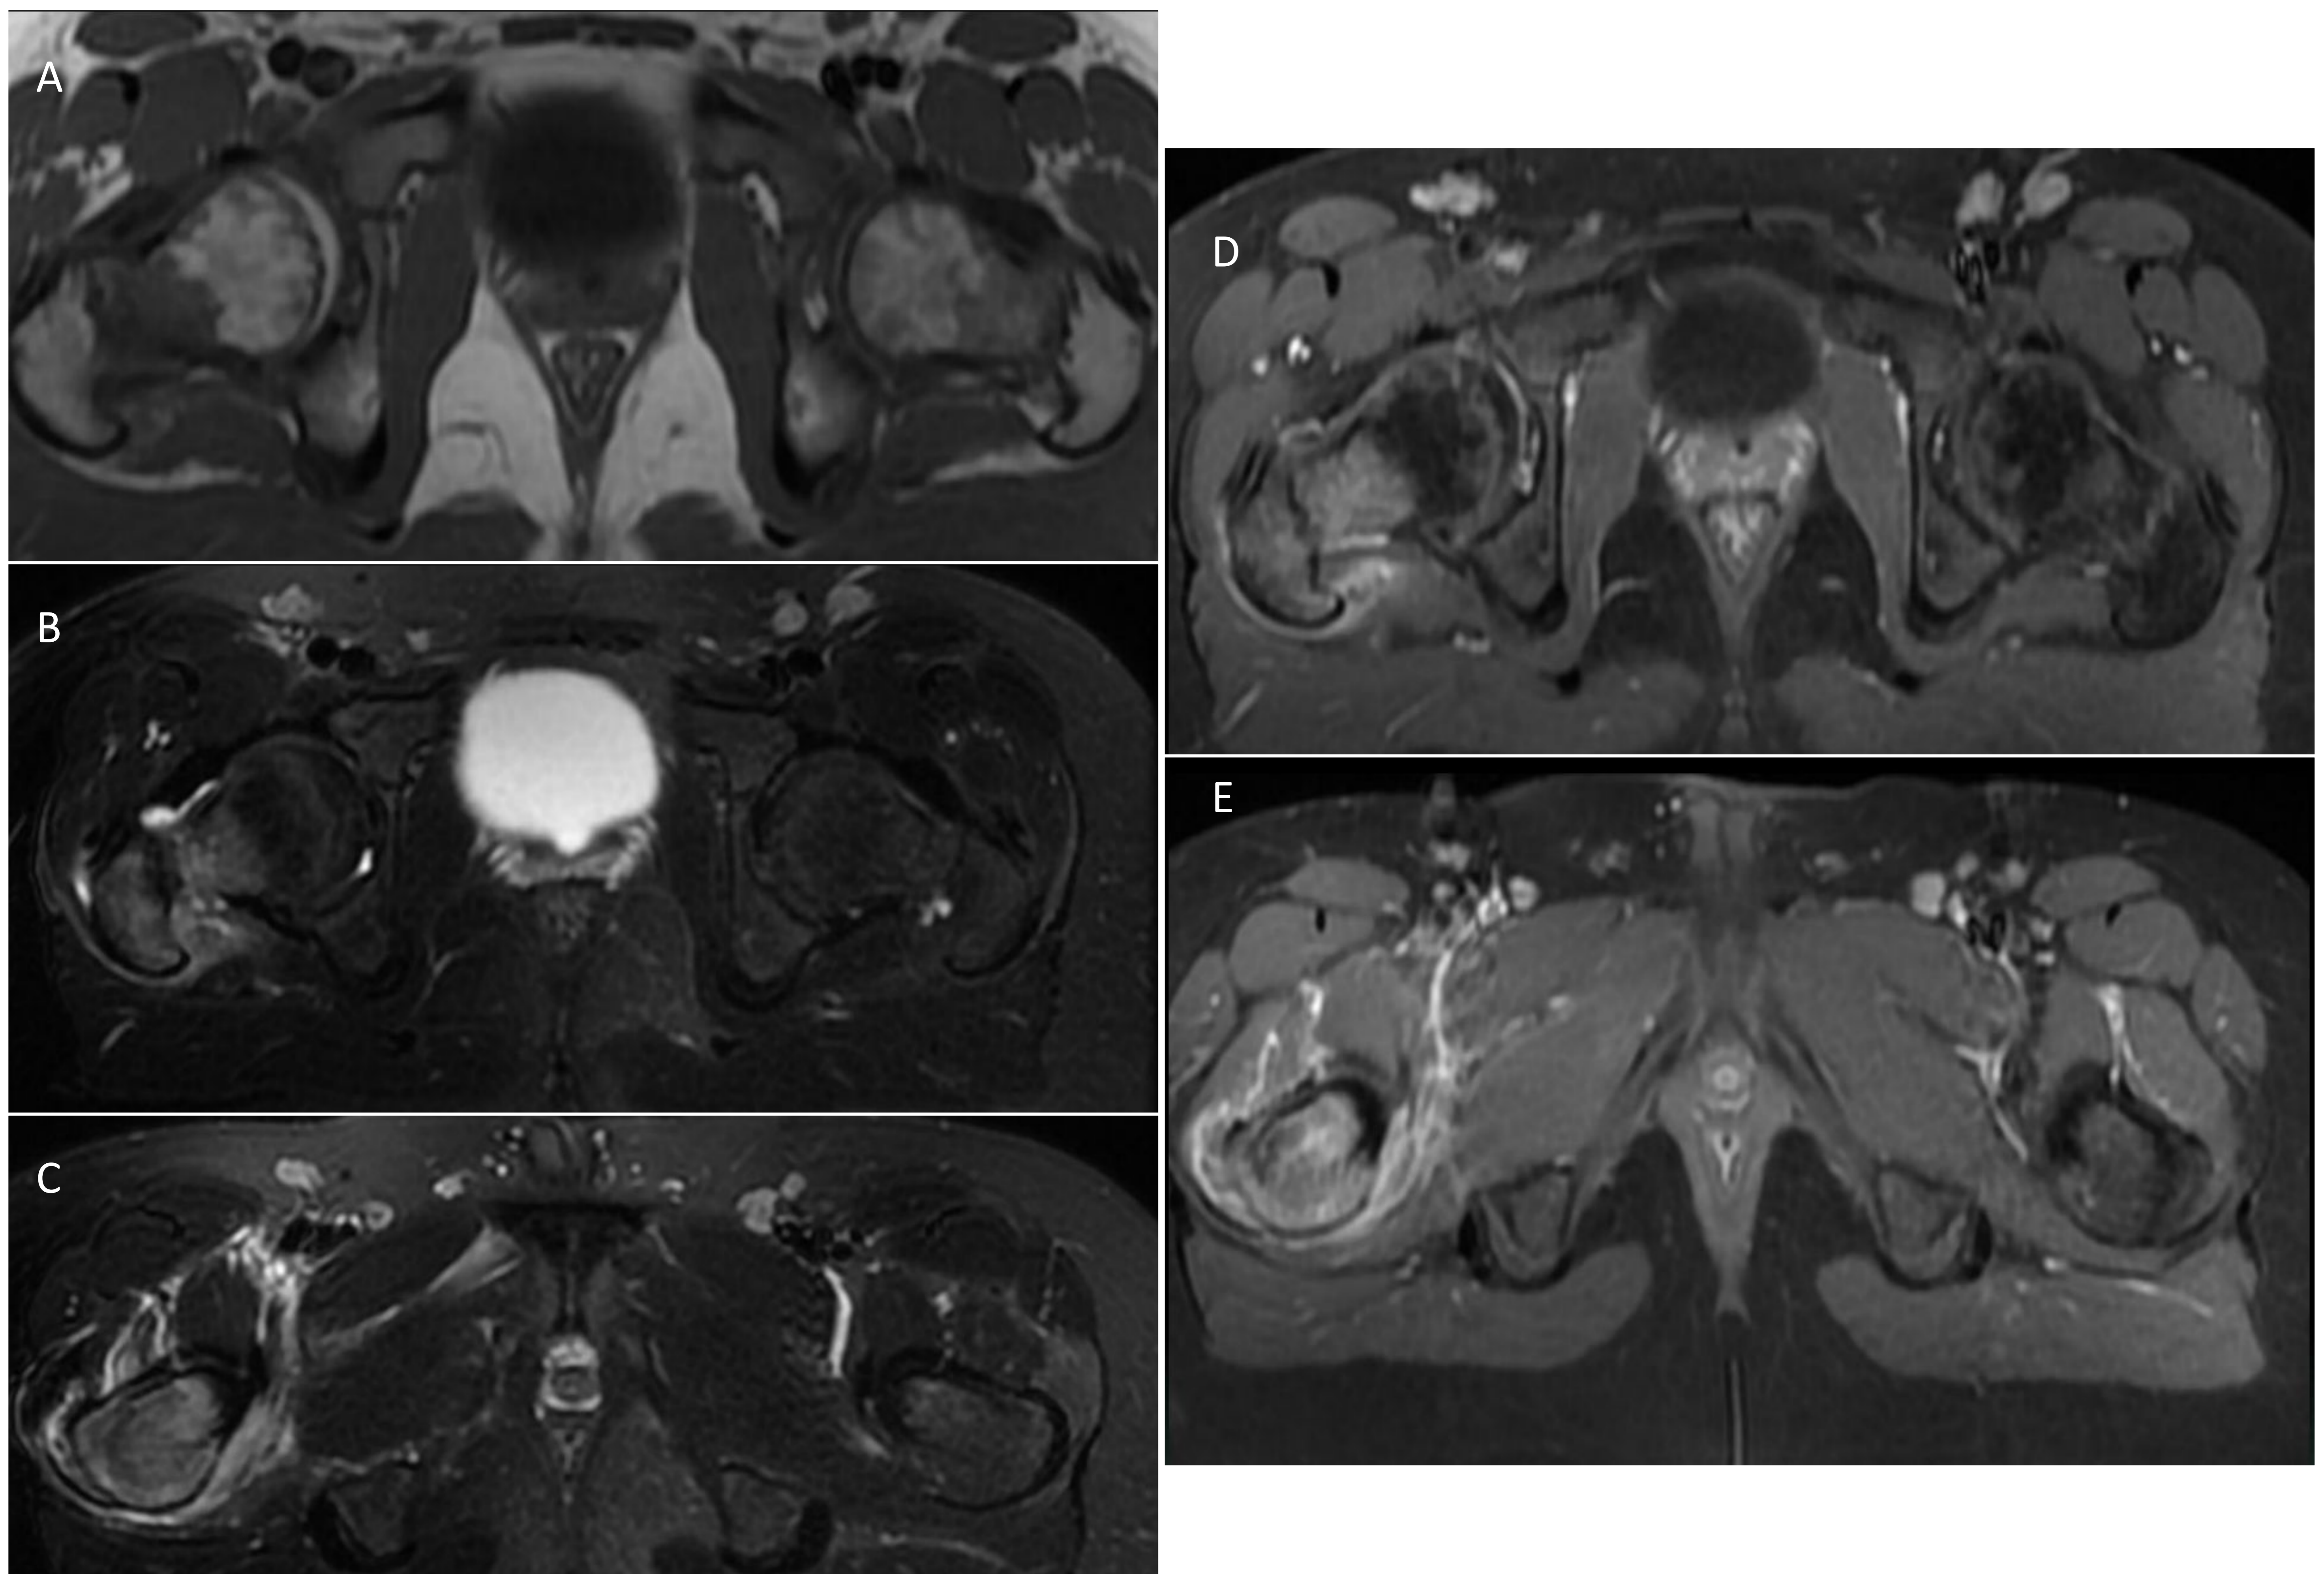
Estudio de RM con secuencias axiales potenciadas en T1 (A), en DP (B y C) y secuencias axiales potenciadas en T1 tras la administración de contraste (D y E). Extenso edema óseo localizado principalmente en el cuello femoral derecho que muestra realce tras la administración de contraste con importante afectación de partes blandas perilesionales que también presentan realce. Hallazgos sugerentes de aparición de osteomielitis como progresión de artritis séptica. Referencia. Servicio de Radiodiagnóstico. Hospital Universitario Virgen de las Nieves. Granada.
